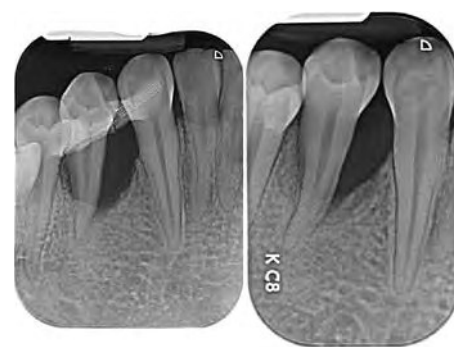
Röntgenstatus vom Zahn 44 vor der antiinfektiösen Therapie (li.) und 4 Monate nach dem Abschluss der Therapie (re.)
